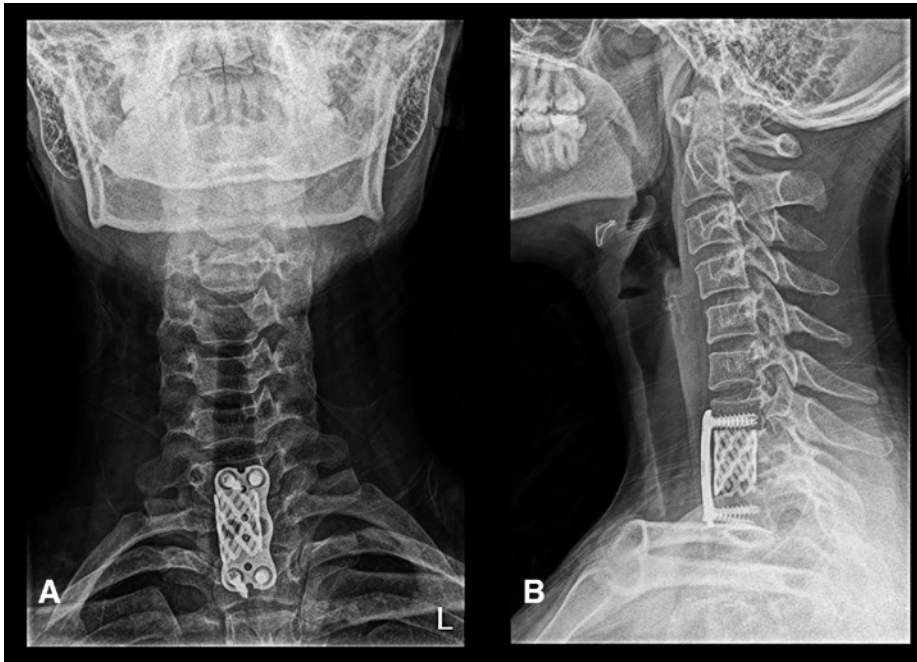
Röntgenaufnahmen der Hals- und Brustwirbelsäule in anterior-posteriorer (A) und lateraler Projektion (B) nach dem operativen Eingriff. Ventrale Spondylodese (Halswirbelkörper 7 bis Brustwirbelkörper 2) mit Cage-Implantation und Plattenosteosynthese.
